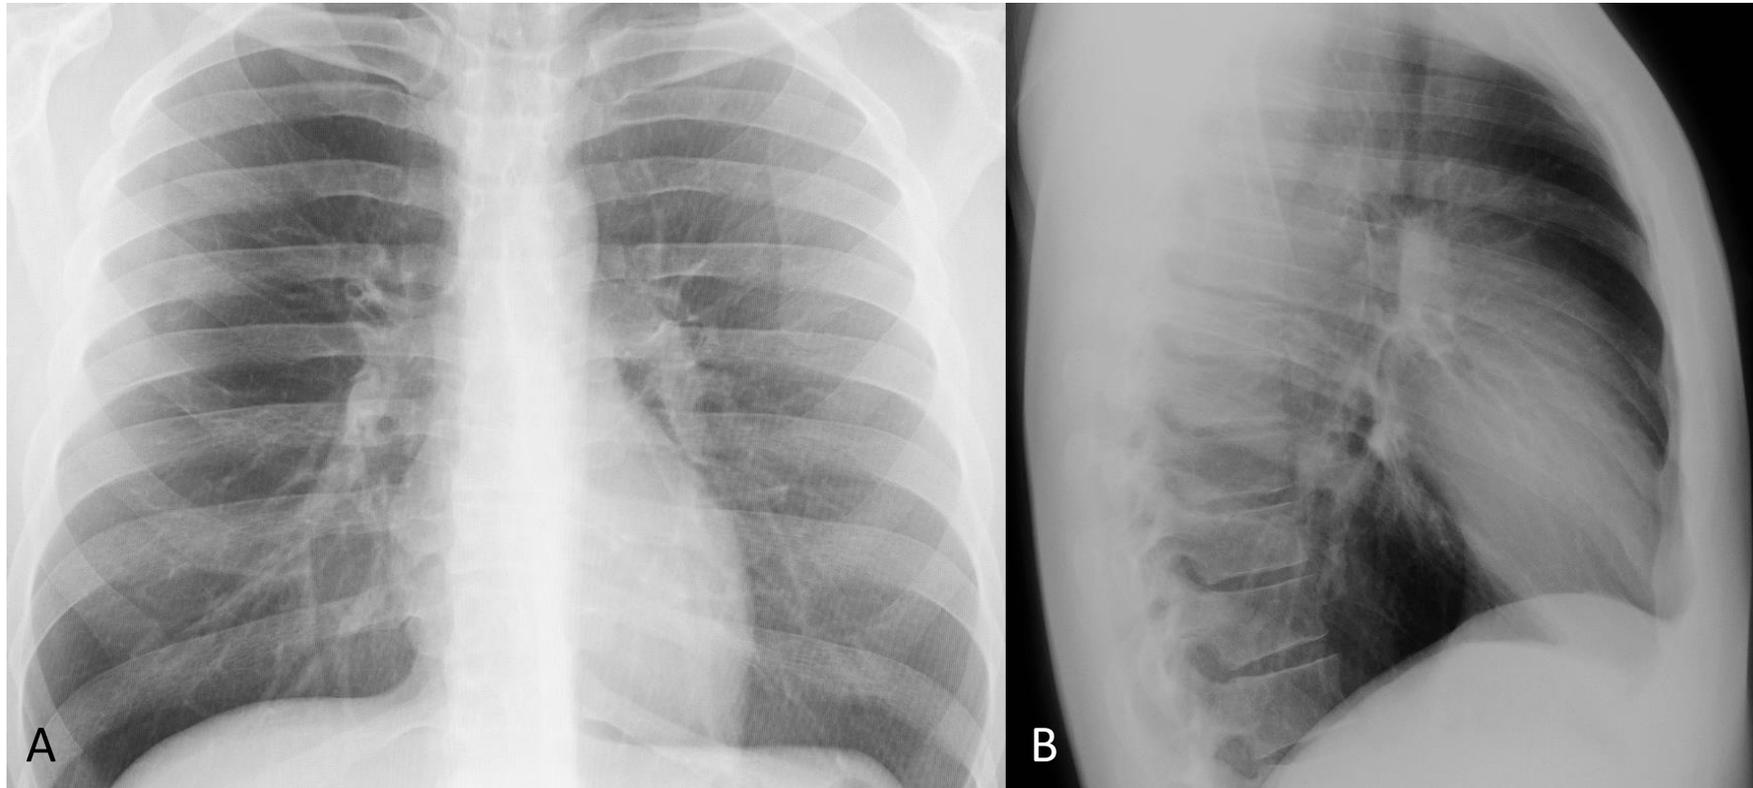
Radiografia de tórax; a silhueta cardíaca pode ser visualizada nas projeções PA (A) e lateral esquerda (LE, B)
